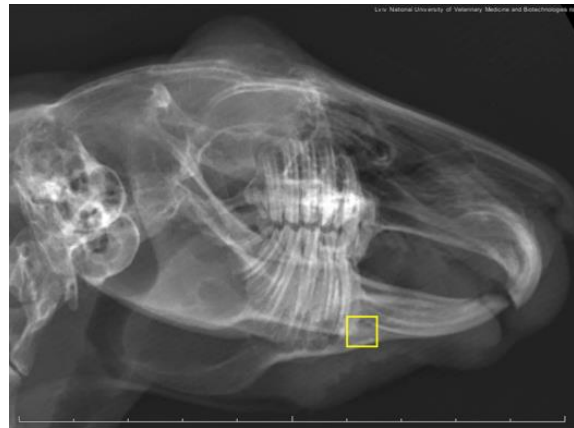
Рентгенограма нижньої щелепи кролика через 8 тиж після нанесення травми та заповнення дефекту матеріалом β -ТКФ. Бічна проєкція. Ділянка аугментації виділена жовтим кольором.
